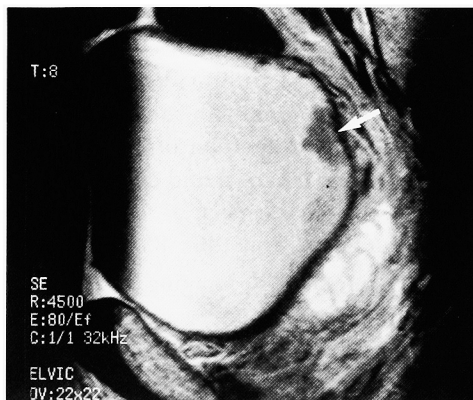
Sagittal T2-weighted image in patient with stage Ta tumor (arrow). The bladder is expanded moderately and the boundary between the tumor and the bladder wall is clearly shown.
